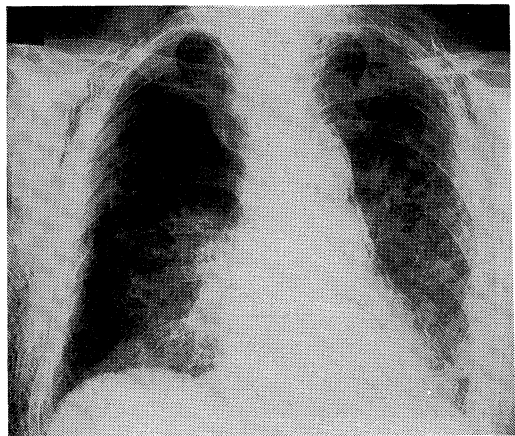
Chest roentgenography on admission.
